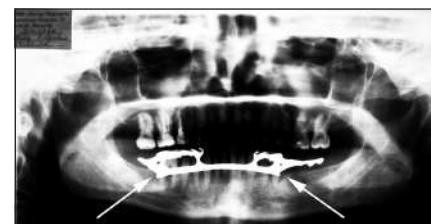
Убыль костной ткани вокруг опорных зубов вследствие джигглинга. Ортопантомограмма пациентки 39 лет, использующей бюгельный протез в течение 3,5 лет
